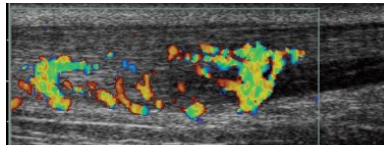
Néovascularisation intratendineuse observée sur une image ultrasonographique en mode Doppler puissance dans un TA pathologique symptomatique. Cette figure est tirée de Alfredson et coll., 2005 (86).
